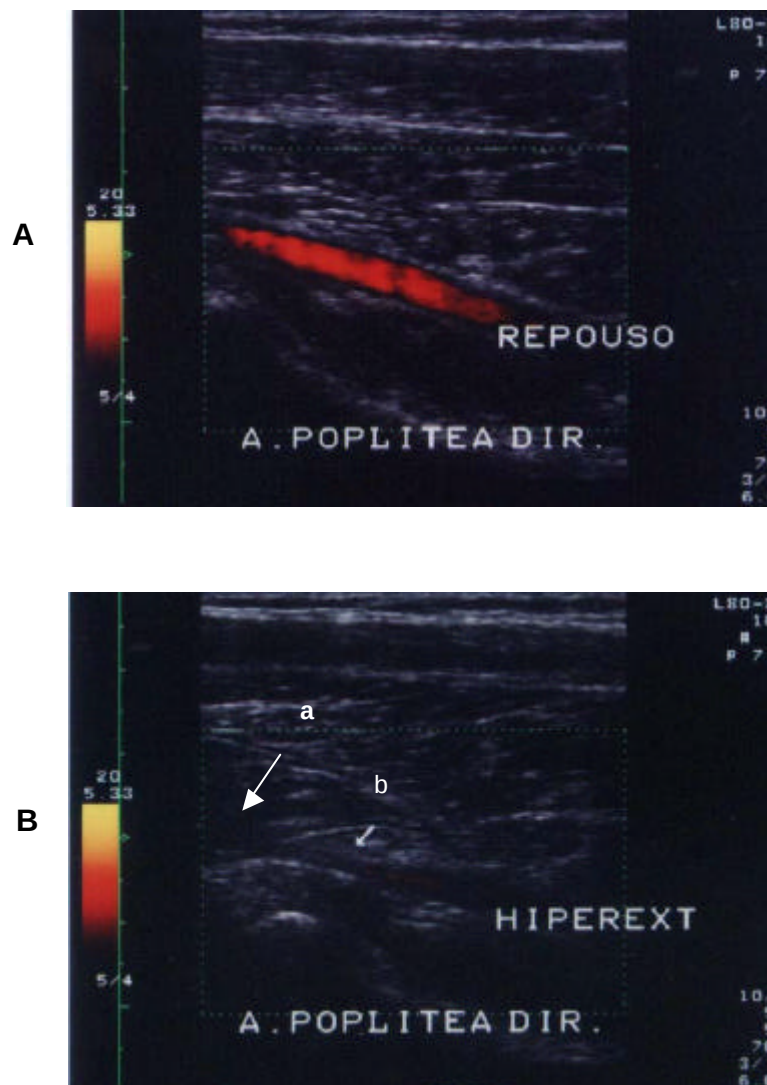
Doppler colorido: Estenose. A - A artéria poplítea encontra-se normal com os pés em posição neutra; B - durante a dorsiflexão plantar ativa observa-se redução do calibre da artéria poplítea. Utilizando a curva espectral Doppler a velocidade no segmento proximal da artéria foi de 79 cm/s e no segmento estenótico de 270cm/s. (Índice de 3,4 (b/a); correspondendo a uma estenose acima de 70%)²⁴.
